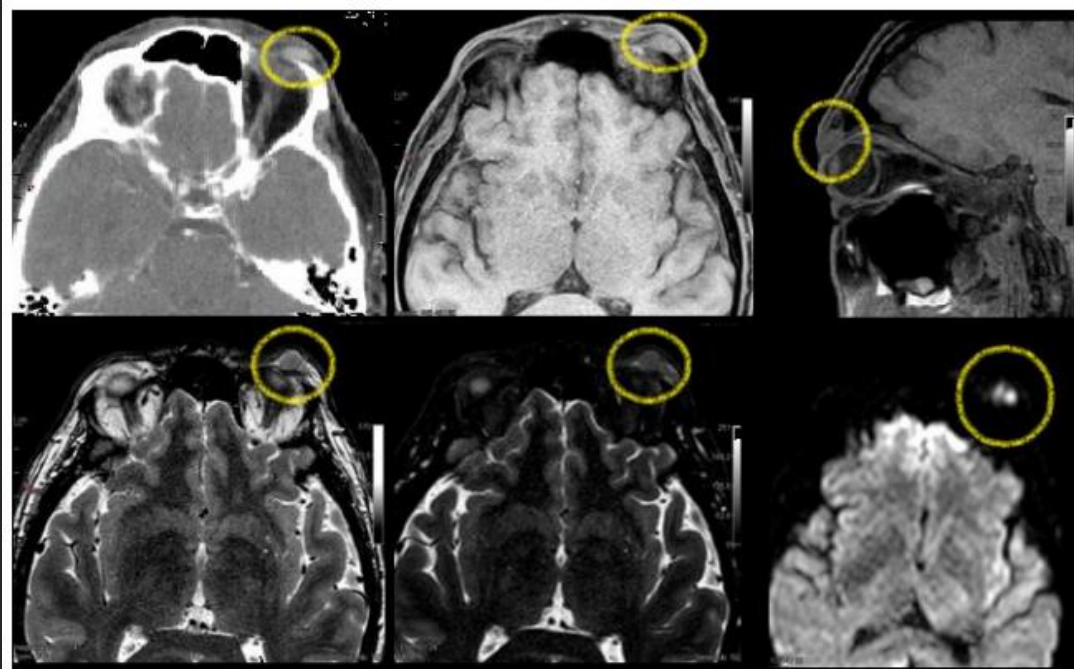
RM de Órbita c/cte. Lesión nodular sólida (círculo amarillo) de intensidad de señal intermedia en T1 y T2 en párpado superior izquierdo, con realce homogéneo tras la administración de contraste EV que restringe en técnicas de difusión.
